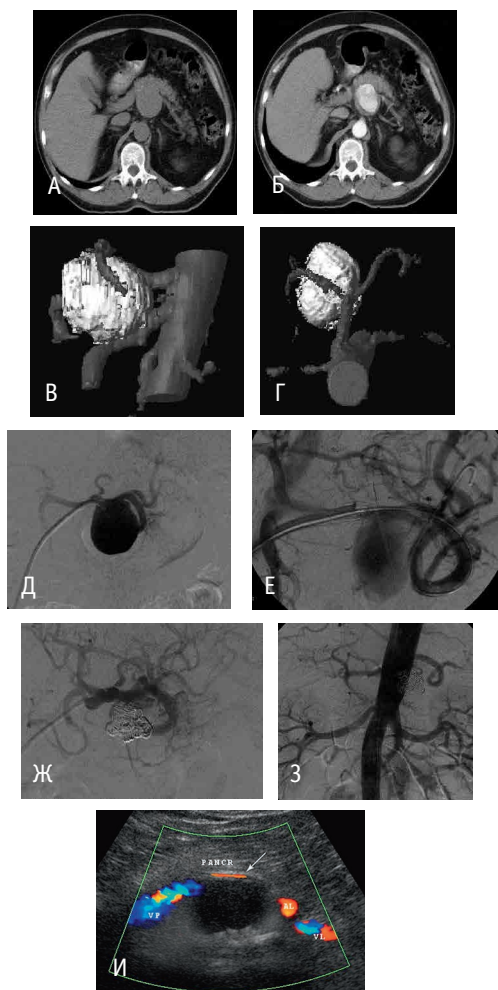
Этапы диагностики и стент-ассистируемой окклюзии аневризмы селезеночной артерии: А — компьютерная томограмма, нативная фаза исследования; Б — компьютерная томограмма, артериальная фаза исследования; В, Г — компьютерная томограмма, трехмерная реконструкция изображения (аневризма и ее взаимоотношение с чревным стволом и его ветвями); Д — селективная ангиограмма селезеночной артерии до эндоваскулярного вмешательства; Е — этап установки доставляющего устройства; Ж — селективная ангиограмма селезеночной артерии после стент-ассистируемой окклюзии полости аневризмы; З — ангиограмма селезеночной артерии после стент-ассистируемой окклюзии полости аневризмы; И — ультразвуковое исследование через 3 месяца после вмешательства (полость аневризмы в режиме цветового доплеровского картирования не окрашивается, просвет стента проходим. Фото авторов
